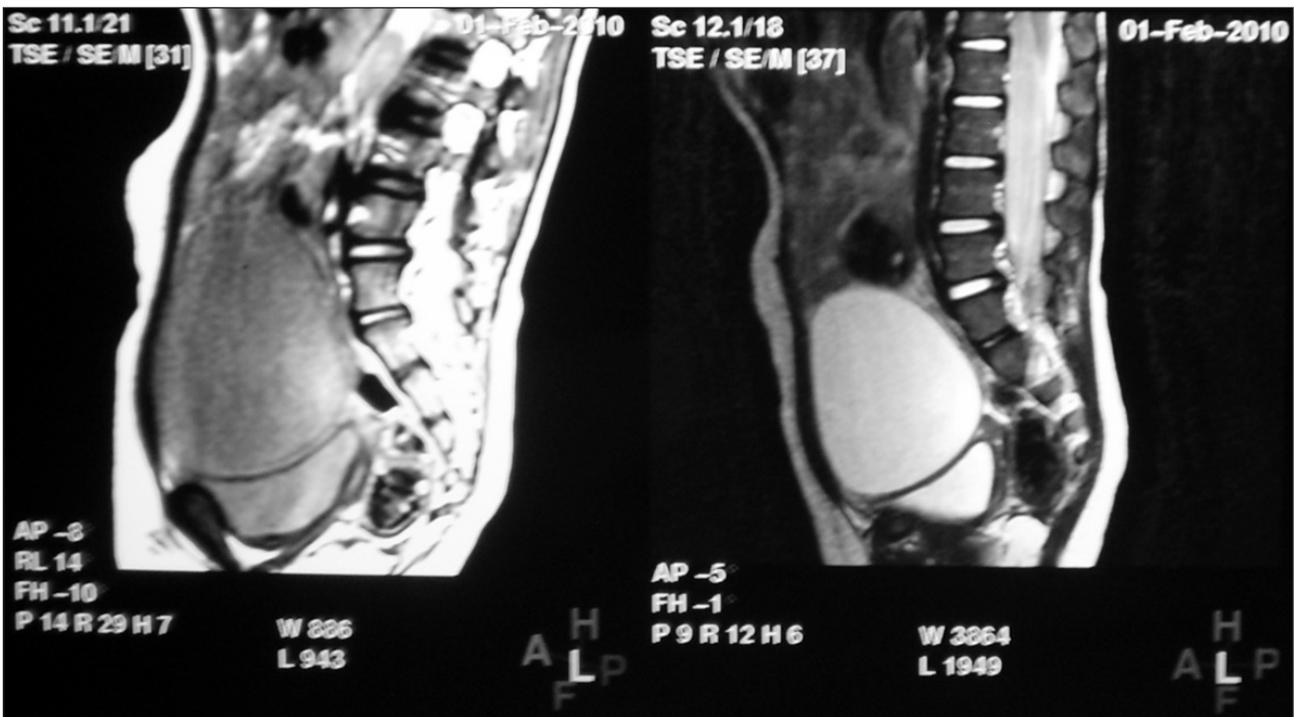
МР-томограмма нижнего этажа брюшной полости девочки К., 2 лет, с эхинококковой кистой малого таза.
